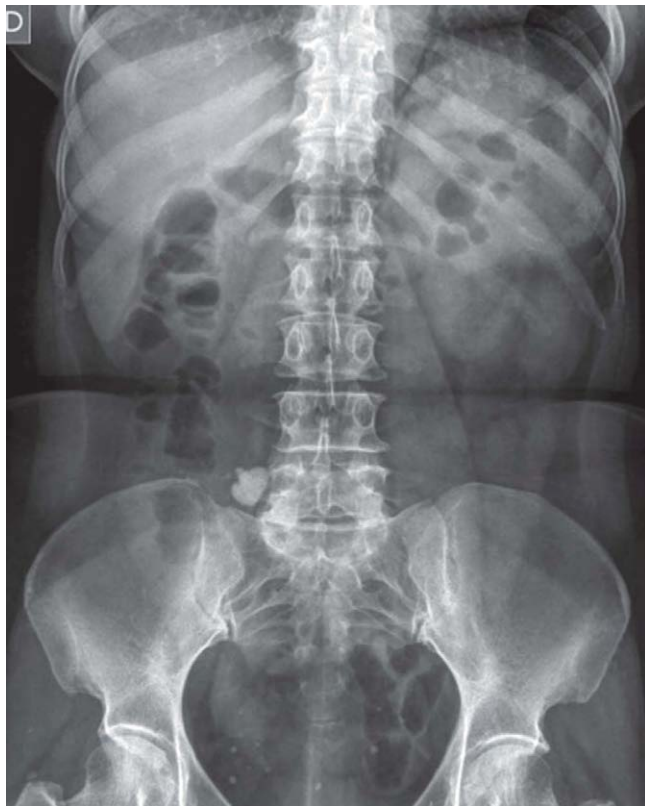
Radiografía simple de abdomen como imagen basal donde se aprecia el granuloma calcificado en fosa ilíaca derecha. Llamam la atención también los flebolitos del área vesical.
